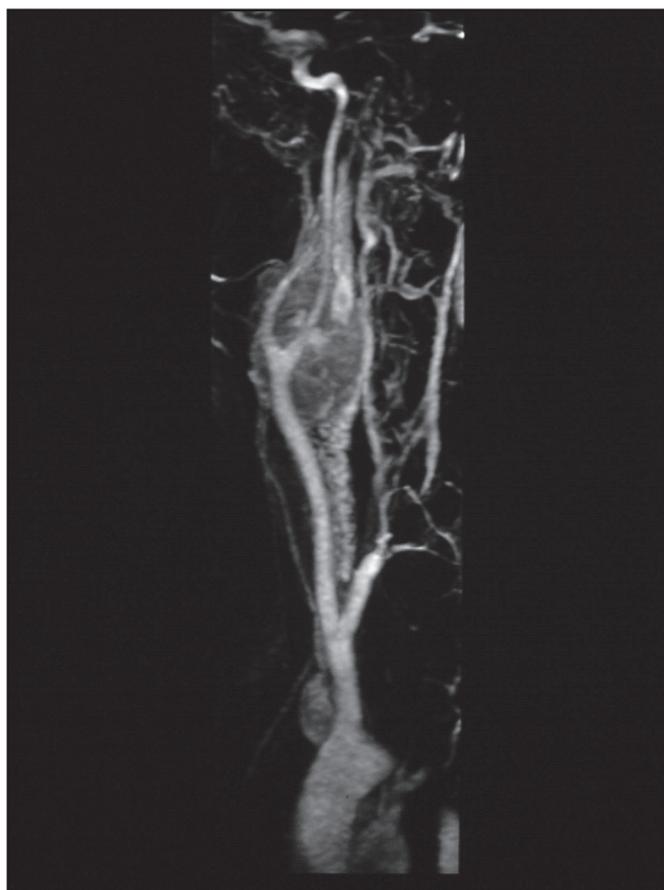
Angiorressonância com gadolínio demonstrando massa hipervascularizada em íntima relação com os vasos carotídeos
